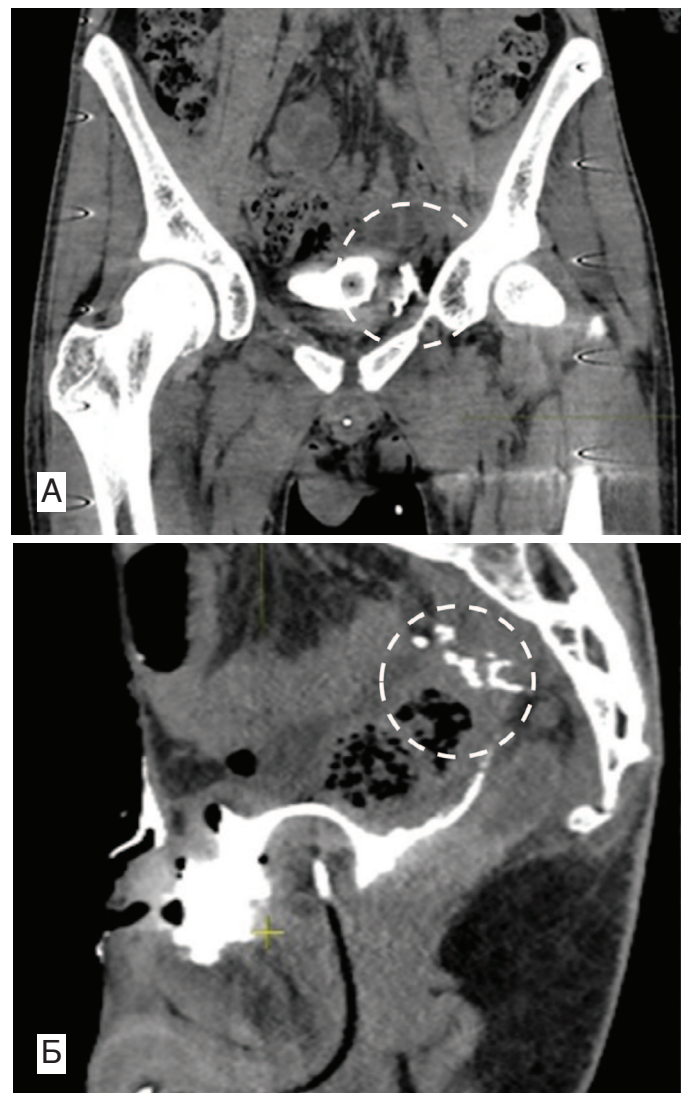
КТ-цистограмма: А – фронтальная плоскость, Б – сагиттальная плоскость. Пунктирной линией указан затек контрастного вещества по заднебоковой стенке мочевого пузыря
